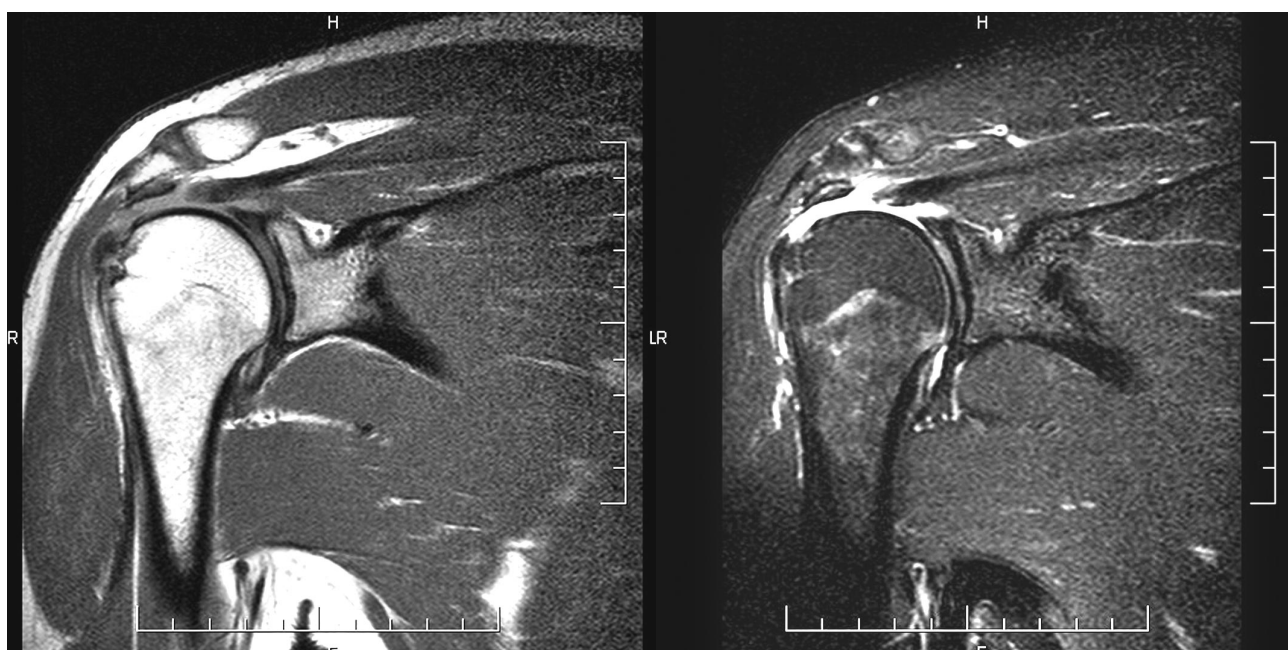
Artrografie – masivní ruptura RM, zatékání kontrastní látky do subakromiálního prostoru
